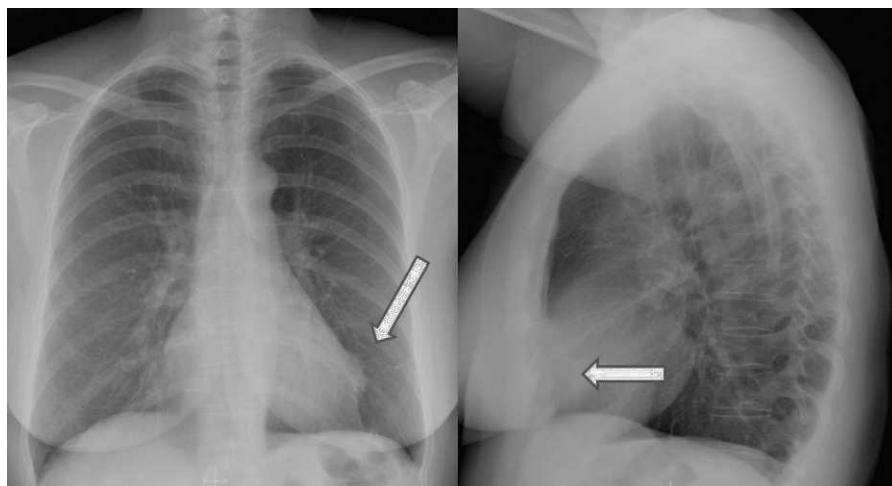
Radiografía de tórax PA y L con abombamiento focal del contorno cardíaco izquierdo.
